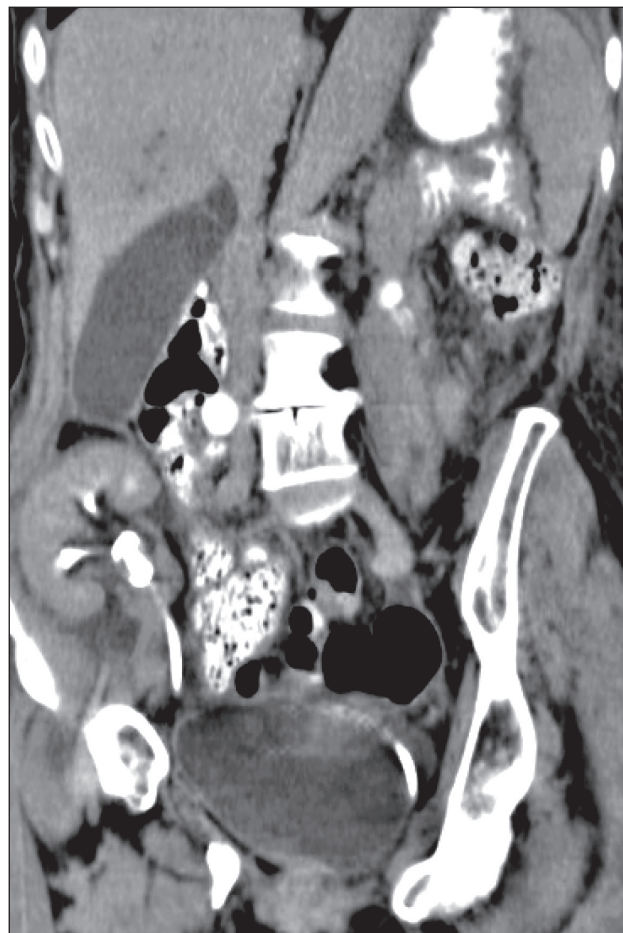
КТ. Выделительная функция реимплантированной почки
